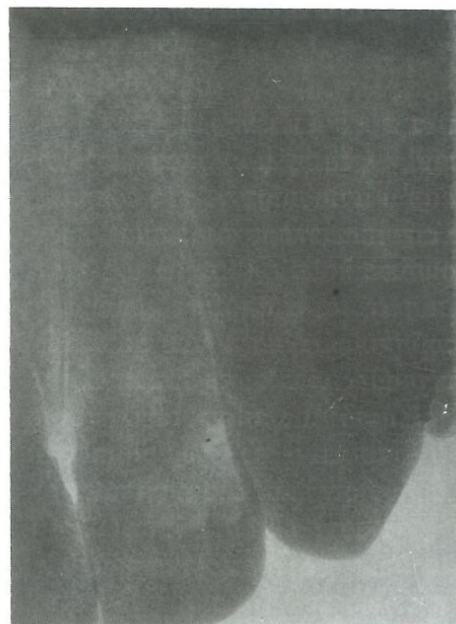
La radiografía muestra la extensión del área de destrucción dentaria.
